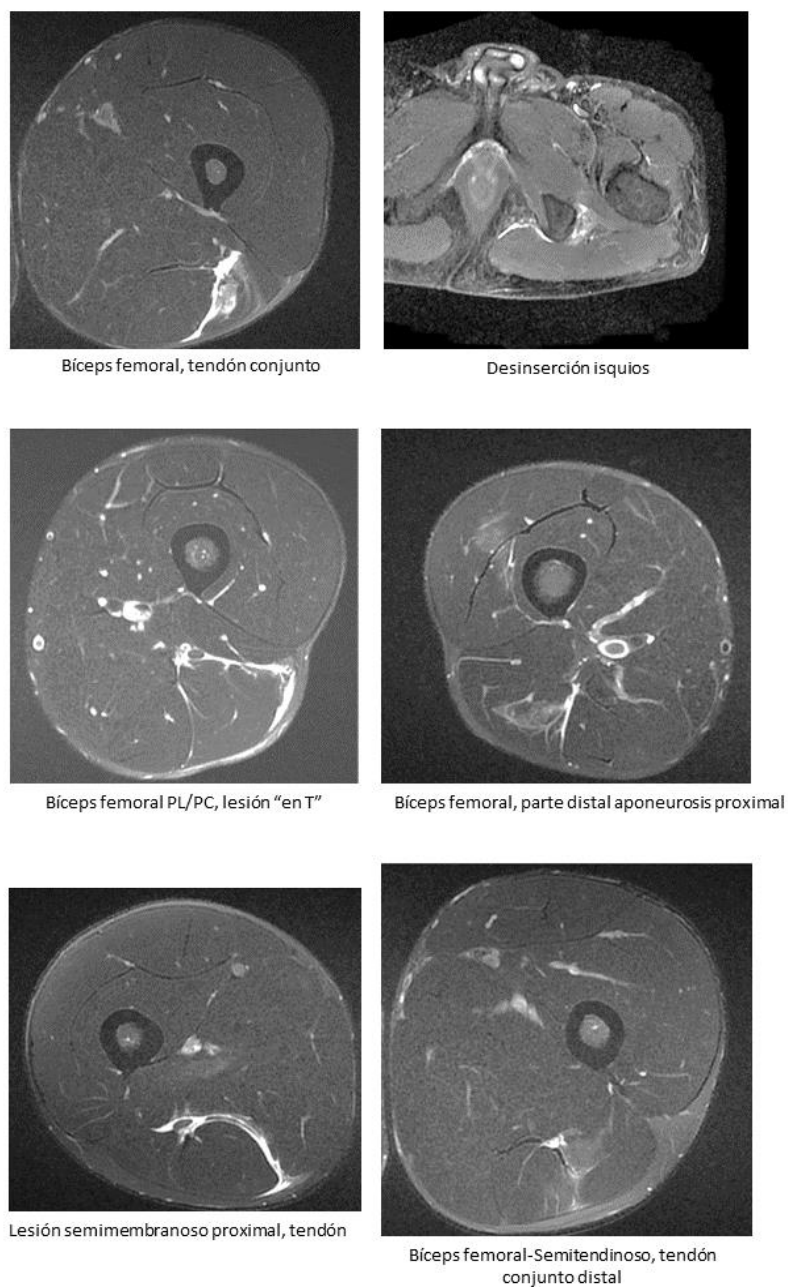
Detalle imágenes de resonancia magnética de variantes de lesiones de musculatura isquiosural
